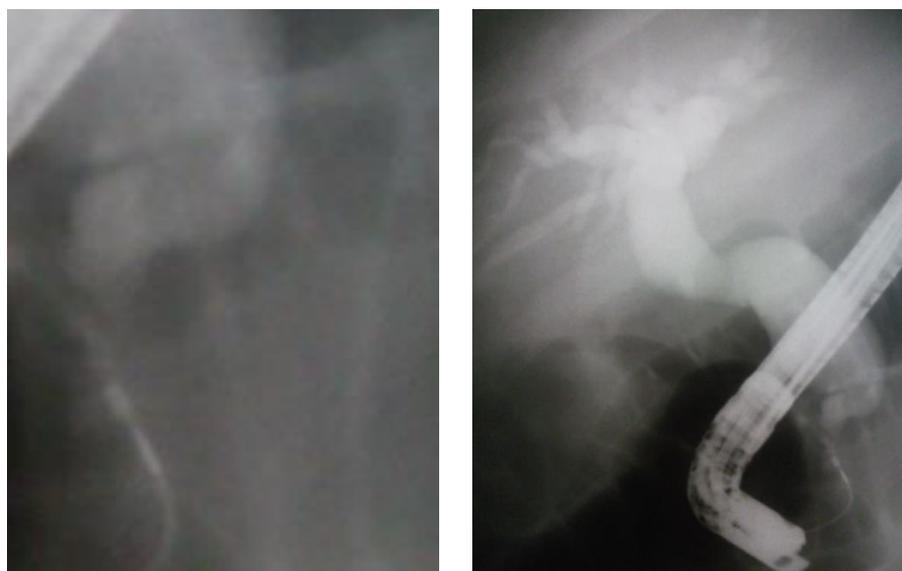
На рентгенограмме слева определяется деформация дистального отдела общего желчного протока (на снимке справа увеличенный фрагмент), создающая объективные предпосылки для ретродуоденальной перфорации при проведении инструментария в супрастенотическое расширение магистральных желчных протоков.
